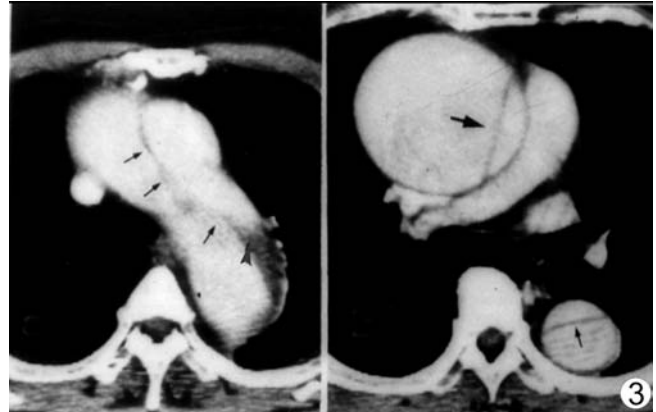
4 I 型 AD 增强 CT,图 3 左、右侧分别为升主动脉和弓降部、降主动脉,内膜片及双腔均显示清楚,↑ 示升主动脉和降主动脉内膜片,↑↑ 示弓降部内膜片,假腔内可见部分血栓形成(▲);图 4 示腹主动脉夹层内膜片(↑)及双腔
